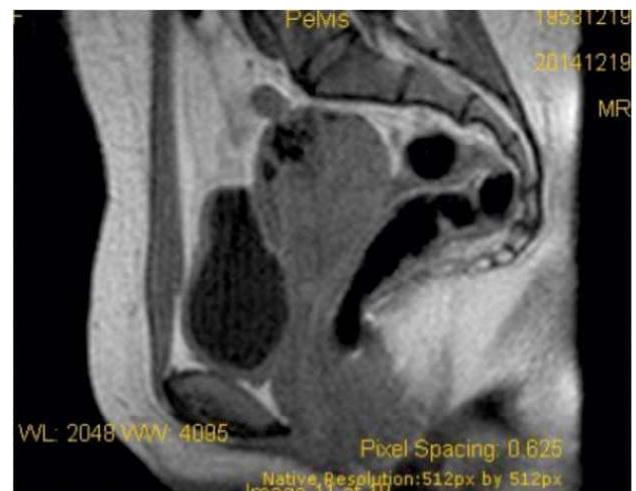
RMN de pelvis corte sagital.
